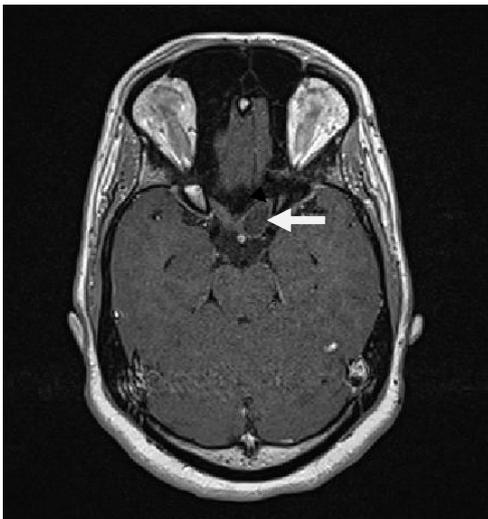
Se observa imagen hipointesa, redondeada que involucra nervio óptico y quiasma óptico izquierdo que no capta contraste en corte axial de estudio de RMN contrastada.
